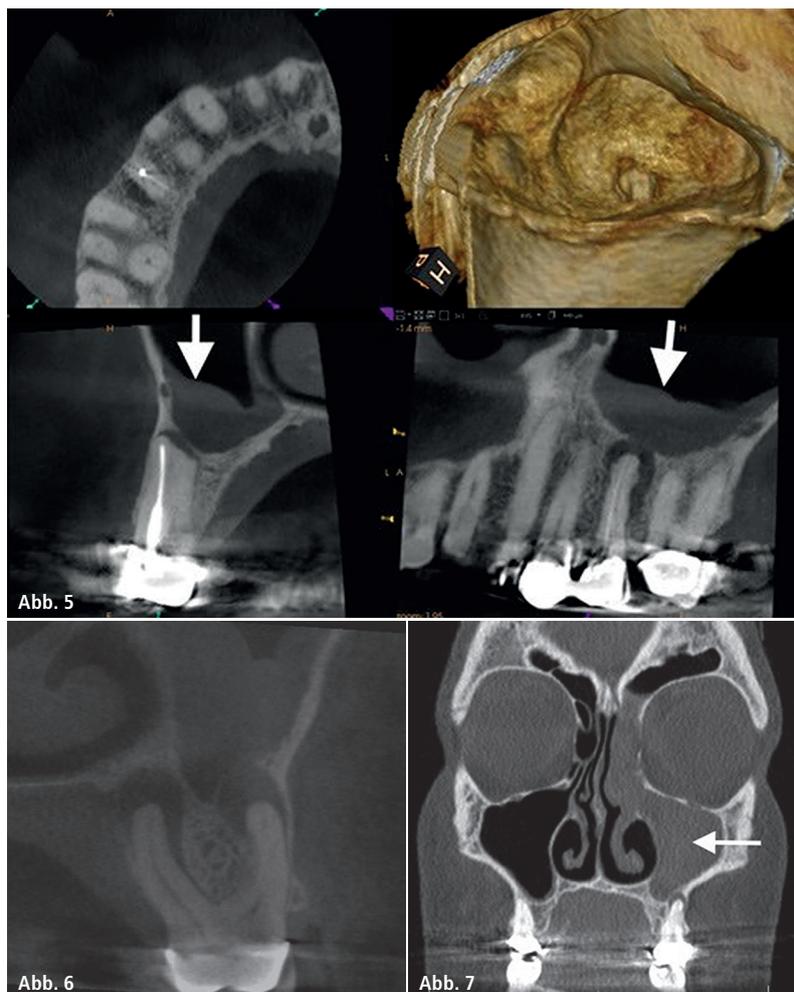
DVT-Aufnahme eines Oberkieferprämolaren mit PAM. – Abb. 6: Koronale DVT-Aufnahme eines Oberkiefermolaren. – Abb. 7: Koronale CT-Aufnahme Sinusobstruktion links.
